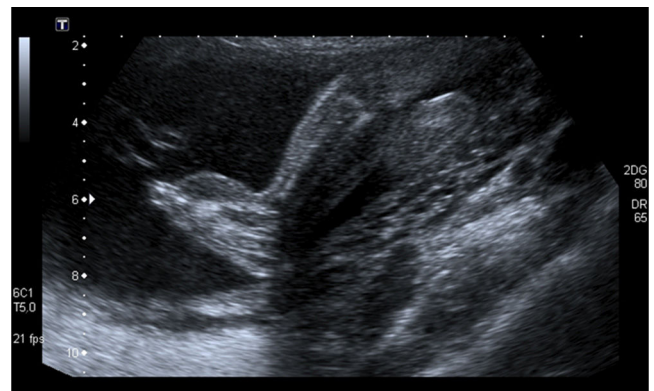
Ecografía prenatal de 20 semanas, donde se observa importante edema de pies.
